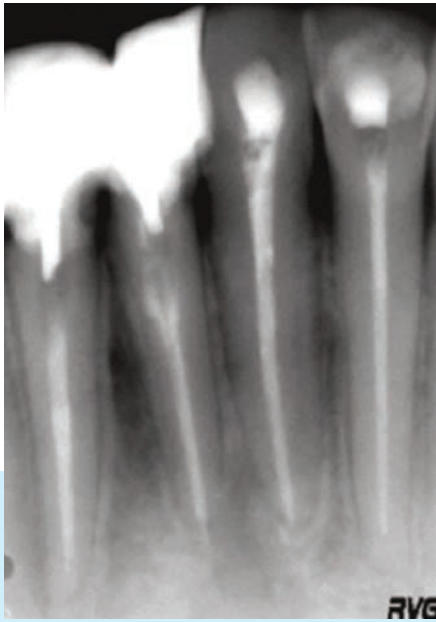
Rx periapical a los 5 años. Se destaca la normalidad radiográfica perirradicular.
